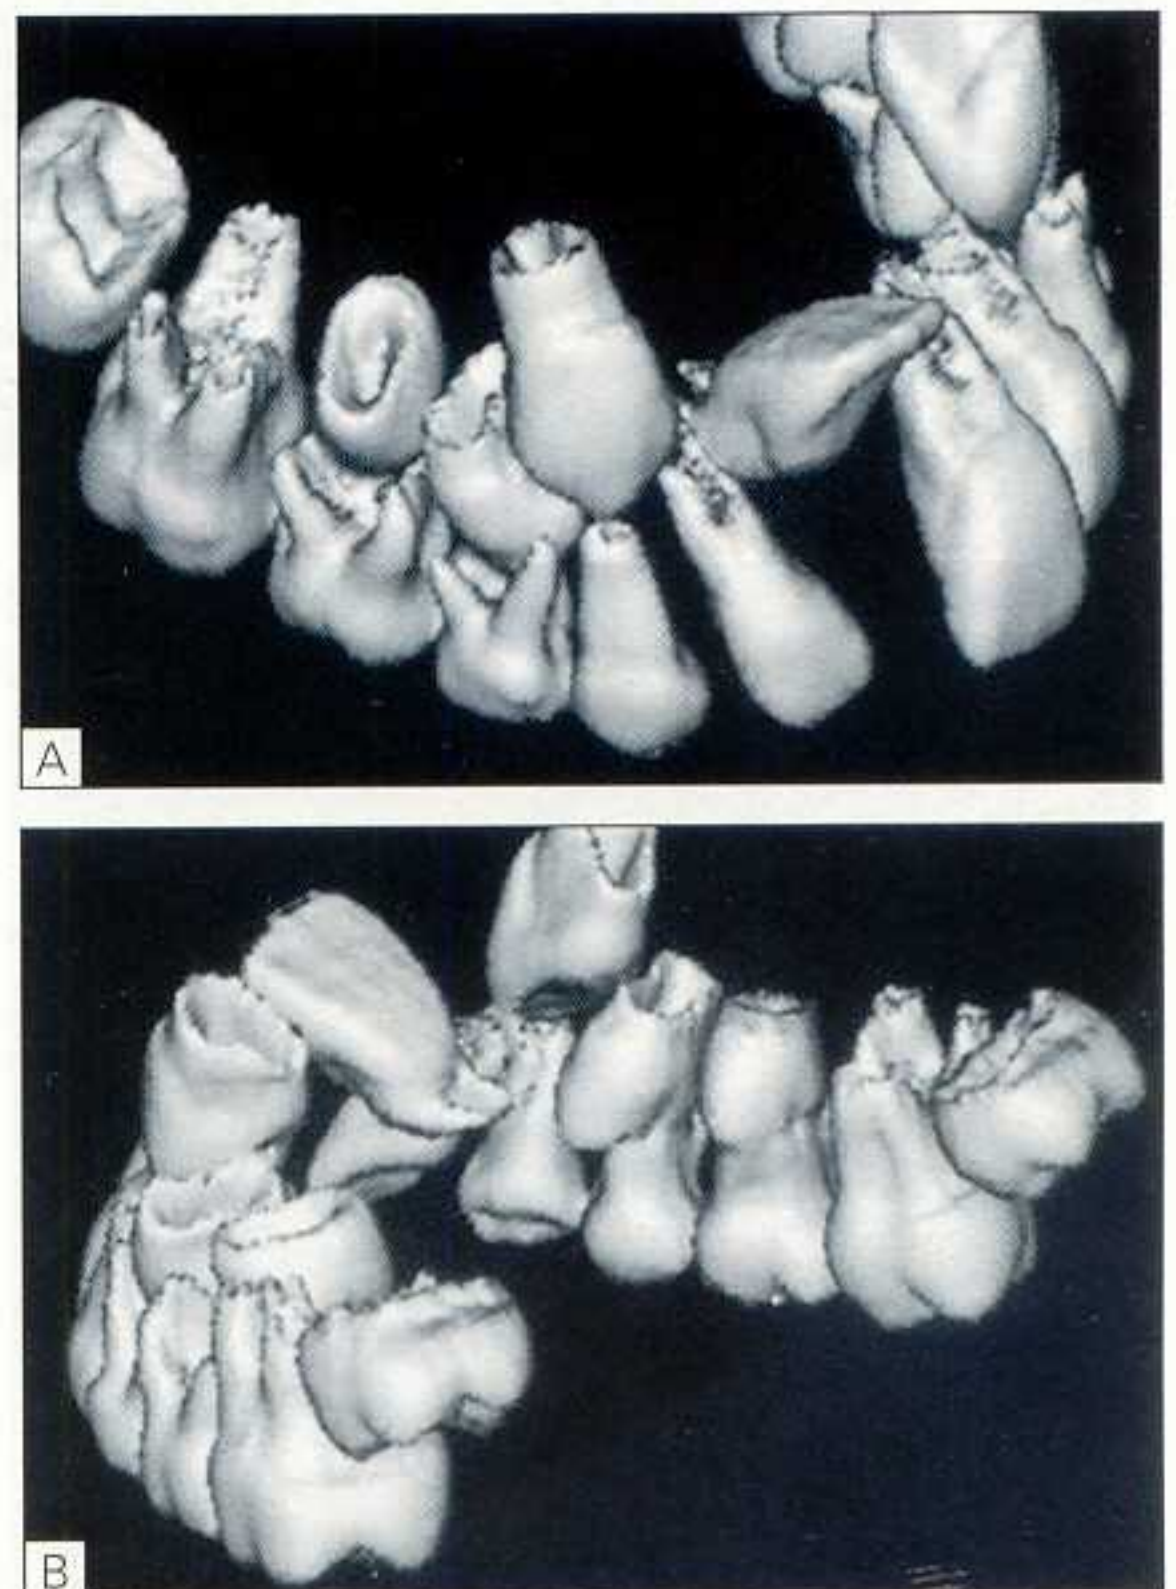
Reconstruction tridimensionnelle de l'arcade dentaire à partir de coupes tomographiques. Cet examen fait apparaître l'amorce d'un changement d'orientation de la racine (examen : D. Pajoni).
